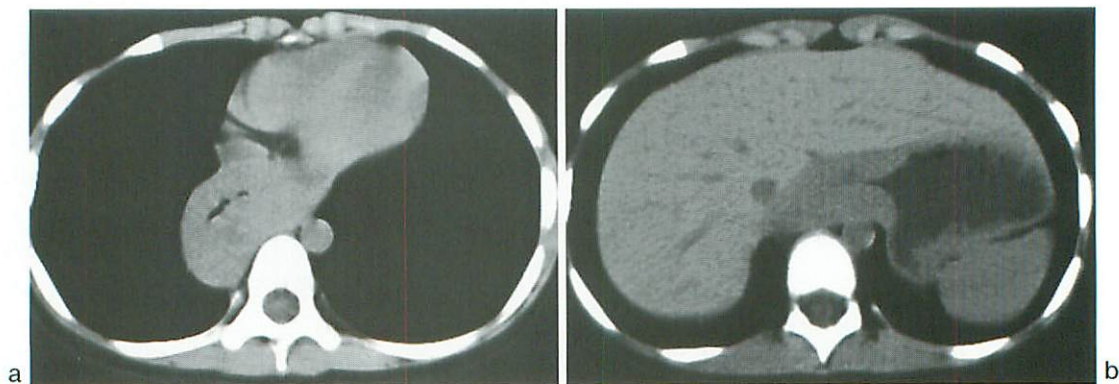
Axial plain CT scan
